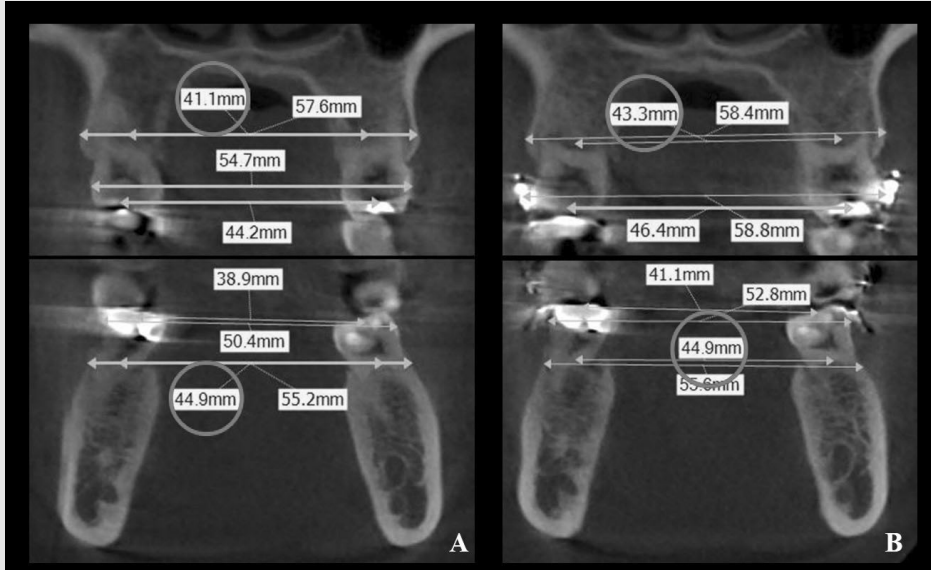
초진시(A)와 술전교정 완료시(B)의 상하악 제 1대구치 위치의 CBCT 영상. 제 1 대구치의저항중심간 거리, 저항중심 수준에서 최외곽 치조골간 거리, central pit간 거리, 치관부 협면간 거리를 그림에 표시했다. 제 1대구치의 저항중심간 거리를 동그라미로 표시했으며, 완속 상악 확장에 의해서 상악 제 1 대구치의 저항중심간 거리가 41.1mm에서 43.3mm로 증가한 것을 알 수 있다.
